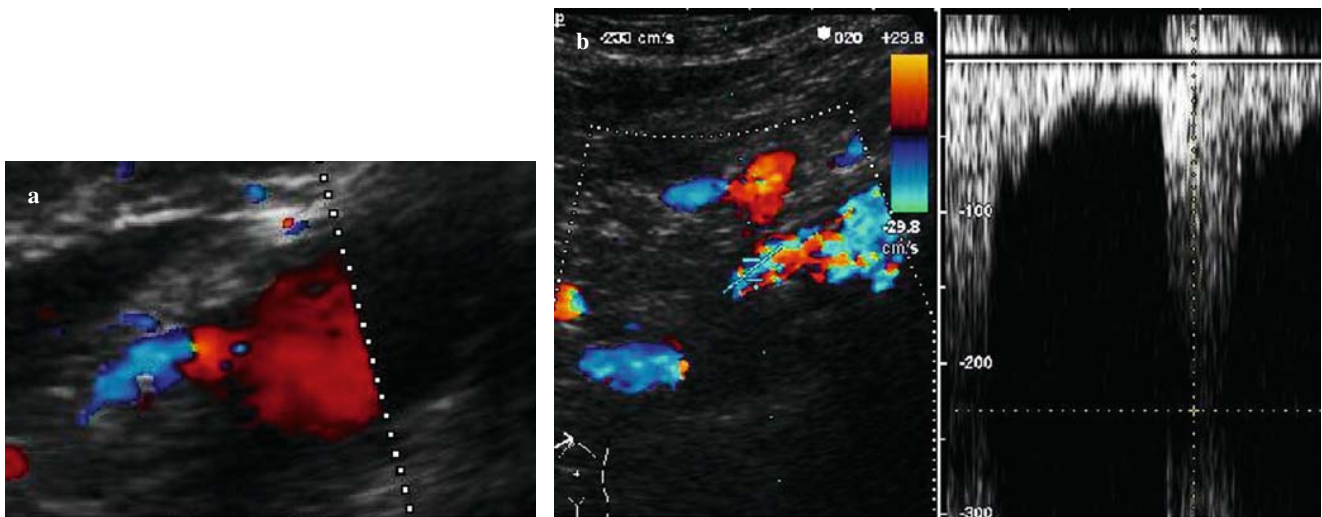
In-stent restenosis of the right renal artery: Color-Doppler ultrasound (CDUS) finding. b Haemodynamically significant in-stent restenosis of right renal artery: CDUS finding.
